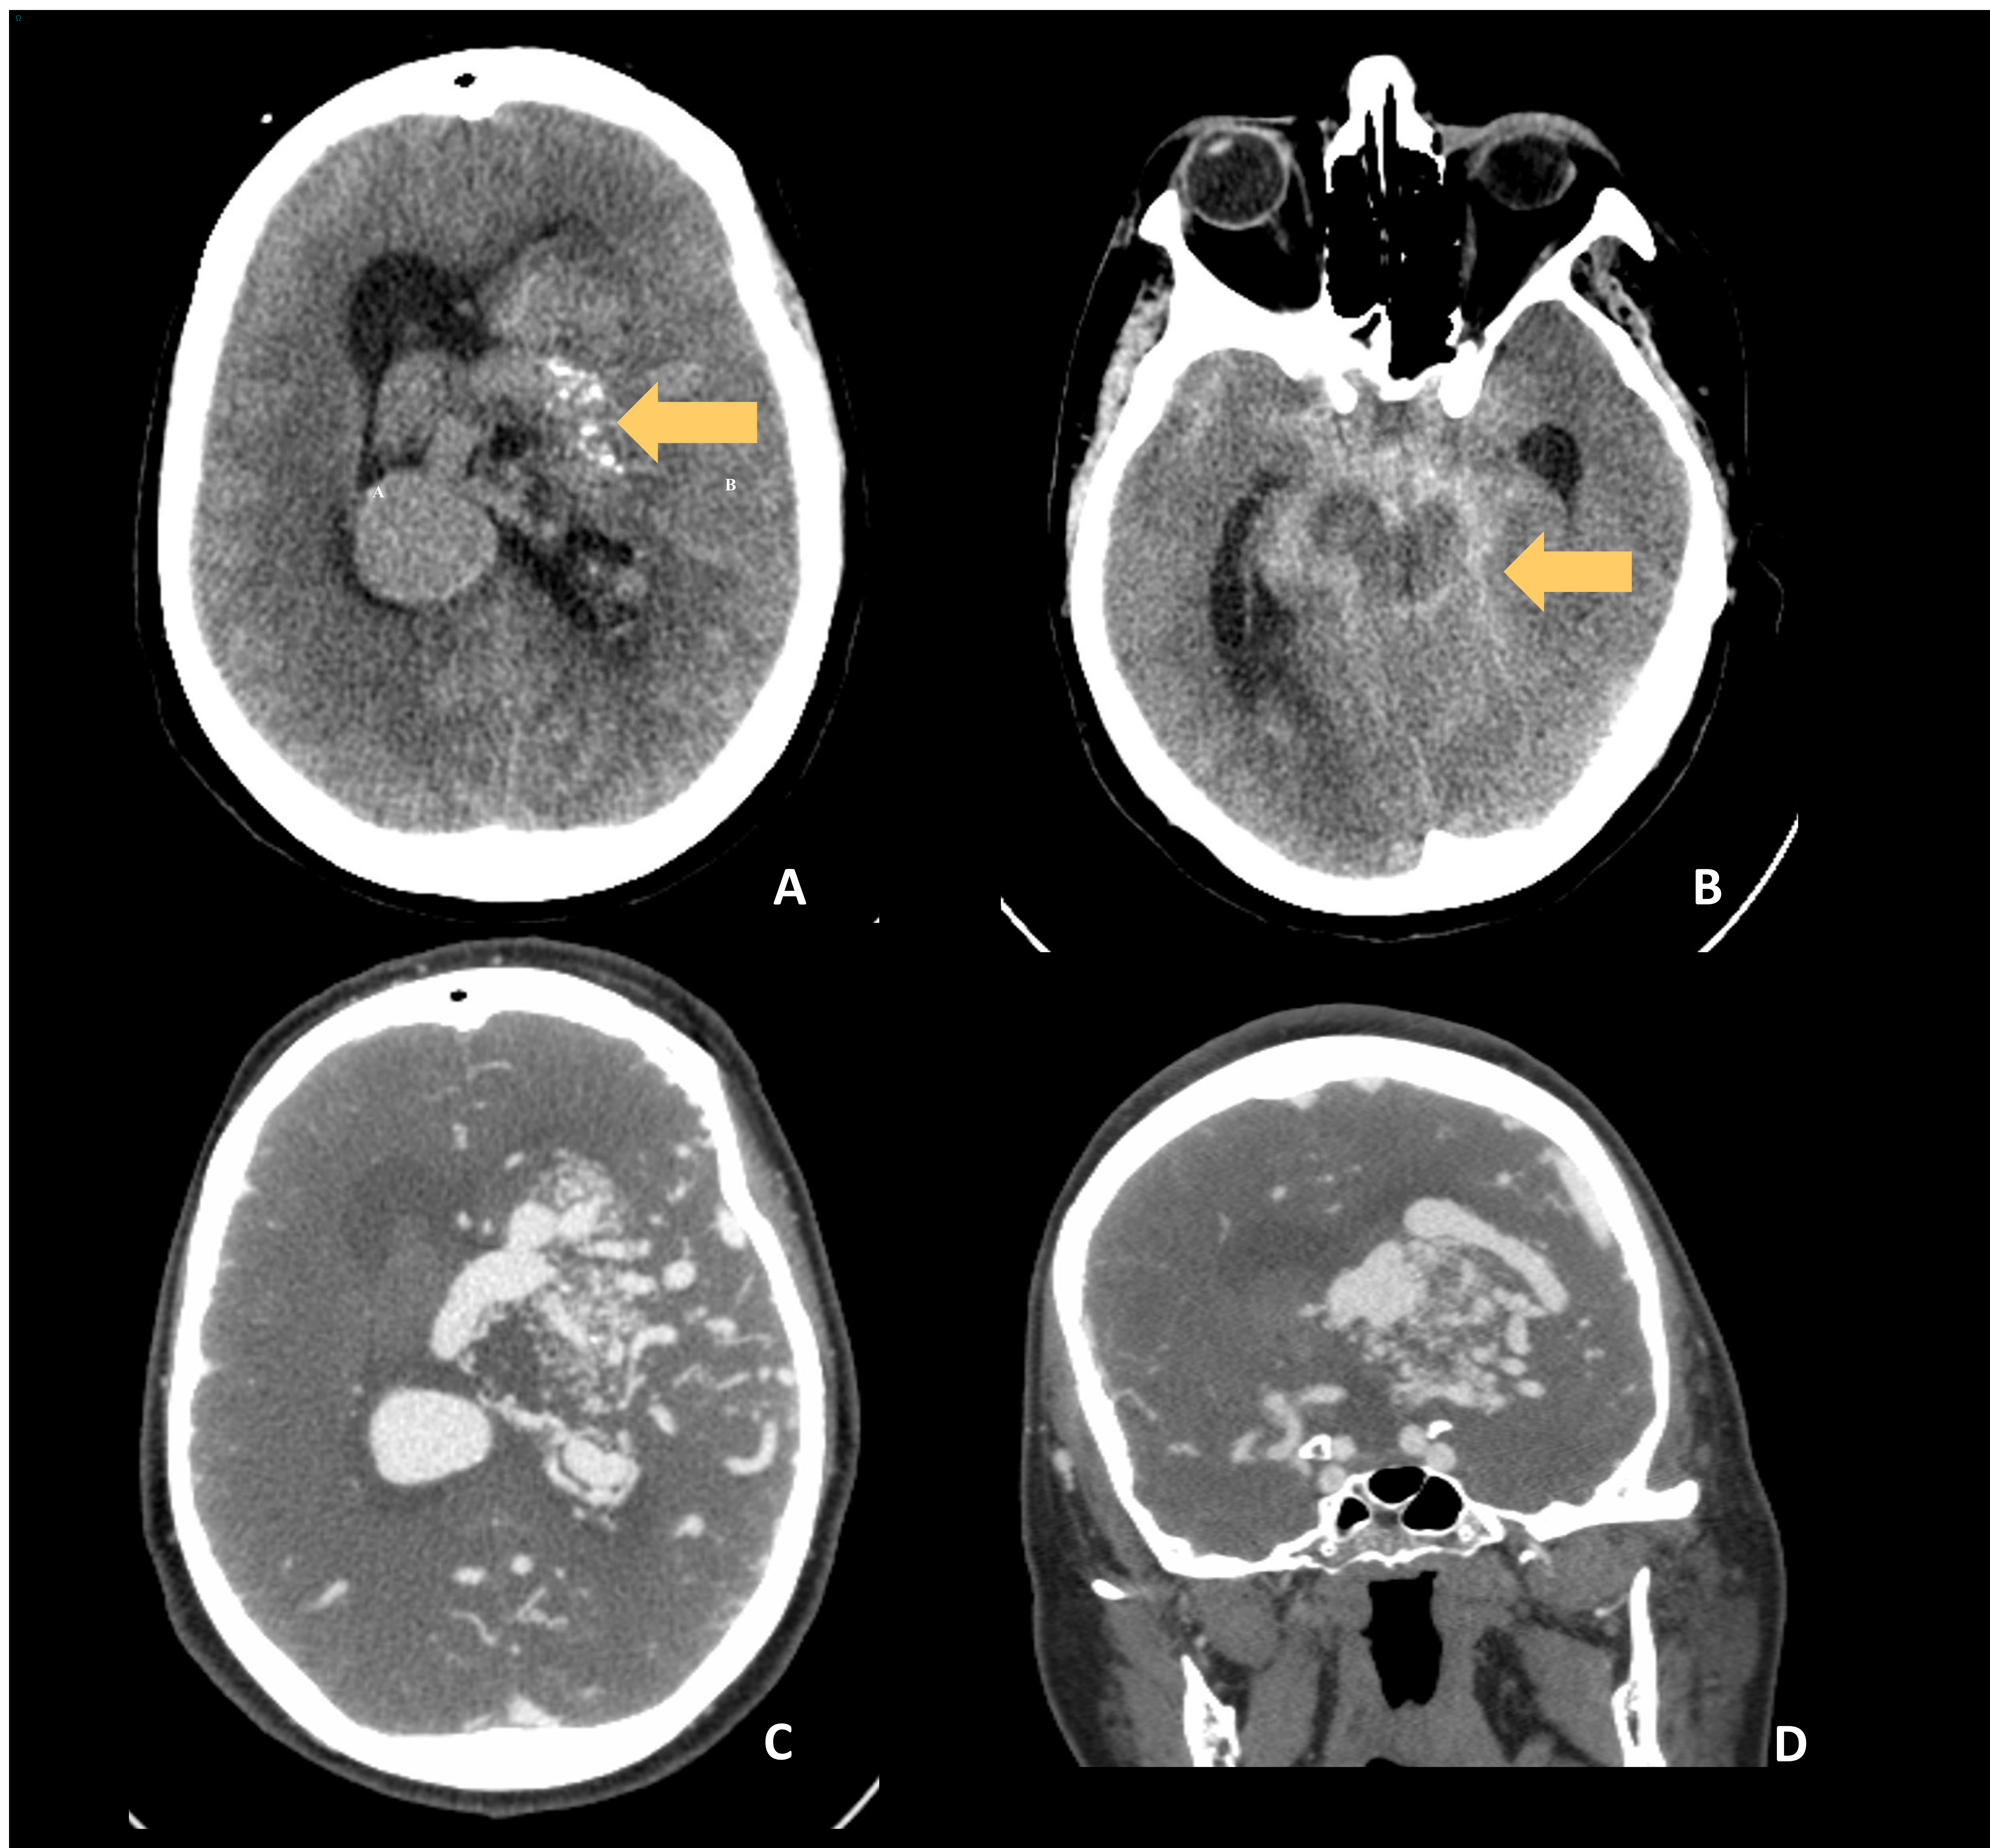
TC sin contraste (A, B) con extenso hematoma intraparenquimatoso con apertura al sistema interventricular. Área de calcificación capsuloganglionar izquierda (flecha). En la imagen B se observan múltiples focos de HSA. TC C+ en cortes axial (C) y coronal (D) con intenso realce de los vasos serpiginosos (nidus) en región frontotemporoparietal izquierda en relación con MAV.
